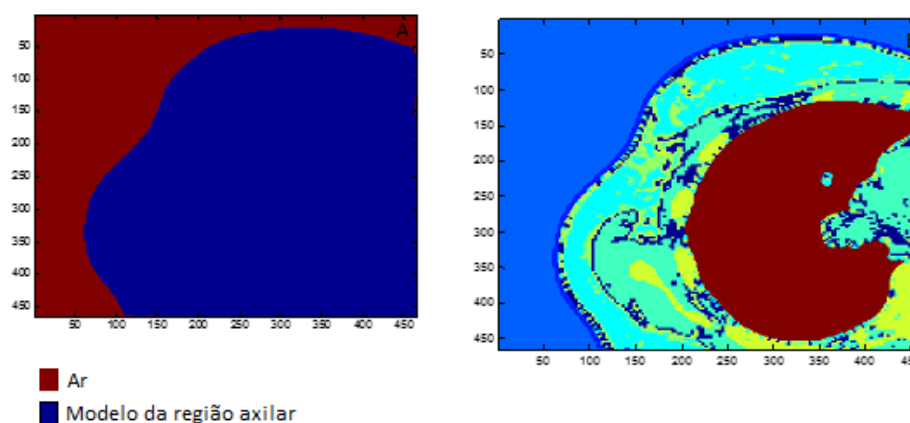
A: exemplo prático da divisão da imagem em duas regiões diferentes. B: Exemplo de uma Imagem digital com a adição da camada de pele do modelo do torso feminino da sequência de imagens *CT58040*.
